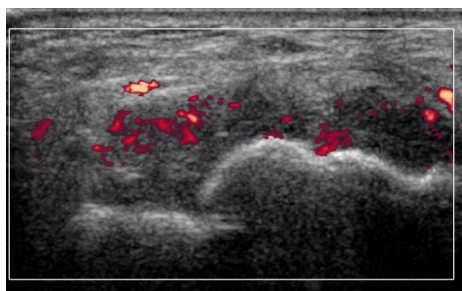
超声组患者治疗后滑膜厚度明显改善血流信号分布 II 级图
